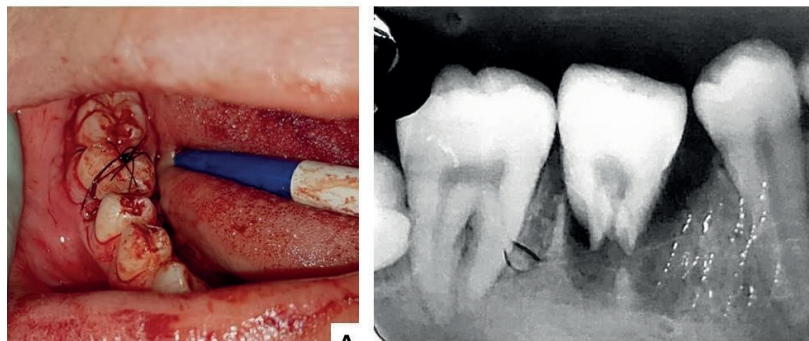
Avaliação final clínica e radiográfica do procedimento: A) condição final clínica pós-cirúrgica; B) radiografia periapical do dente transplantado
